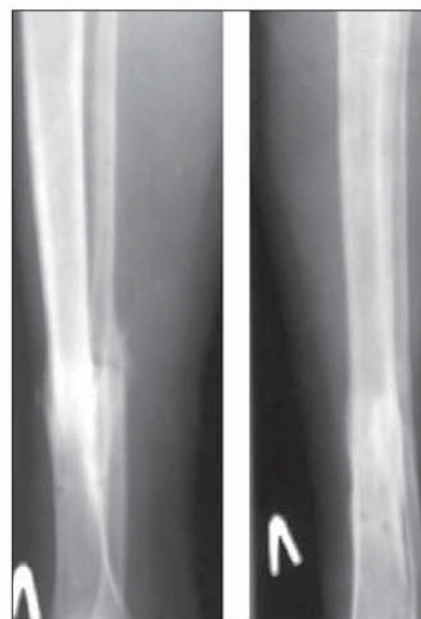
Рентгенограми нижньої кінцівки хворого Д. через 1,5 року після закритого остеосинтезу фіксатором БІМПФ-8.
